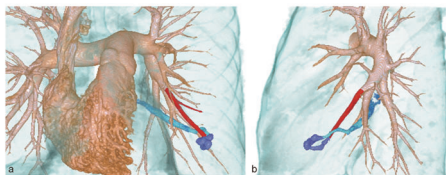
3次元 CT 再構成(a:正面像, b:側面像)
